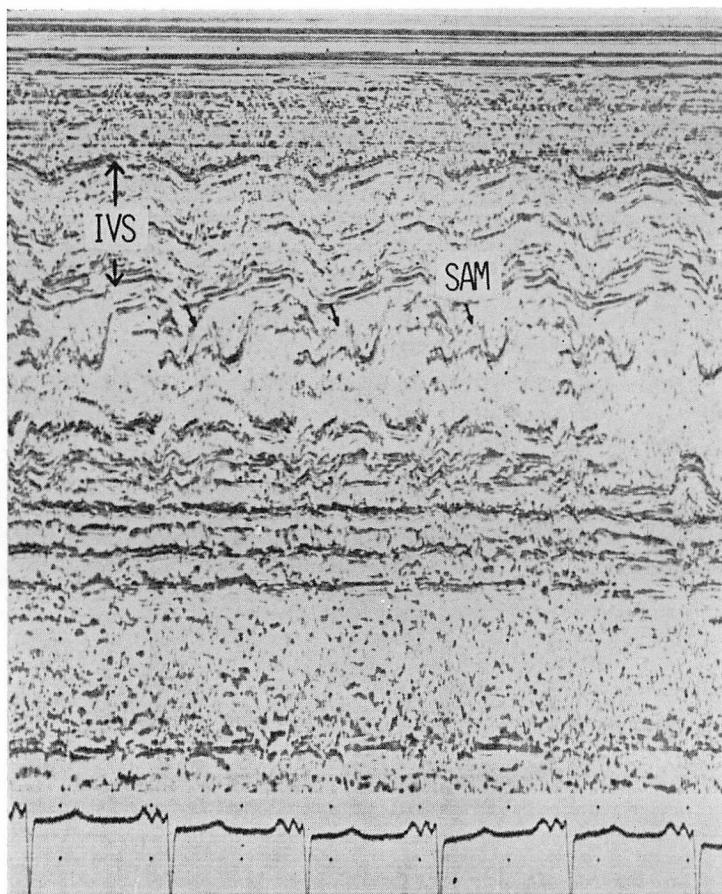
Echocardiogram during spontaneously developed chest pain.
